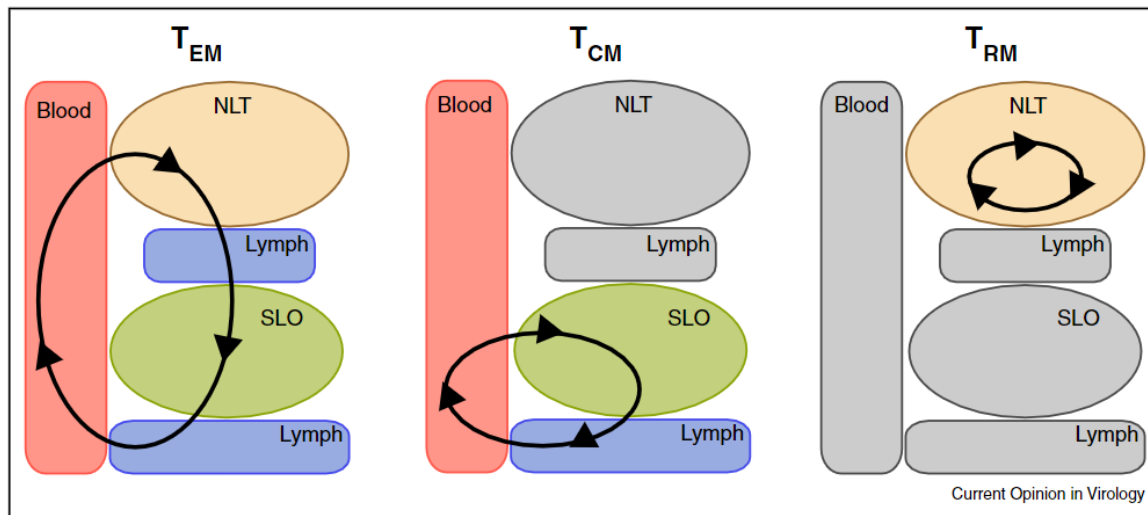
Subtypen von T-Gedächtniszellen und ihr Migrationsmuster. Effektor-Gedächtniszellen (T_{EM}) zirkulieren durch das Blut (Blood), Lymphgefäße (Lymph), lymphatische (SLO secondary lymphoid tissues) und nicht lymphatische Organe (NLT, non-lymphoid tissues) und patrouillieren so im ganzen Körper. Zentrale Gedächtniszellen (T_{CM}) wandern nicht in periphere Gewebe und bewegen sich nur zwischen lymphatischen Organen und dem Blut. Geweberesidente T-Zellen (T_{RM}) halten sich nur nicht lymphatischen peripheren Geweben auf und sorgen dort für eine ortsspezifische Immunantwort (Abbildung aus ⁶⁵).
